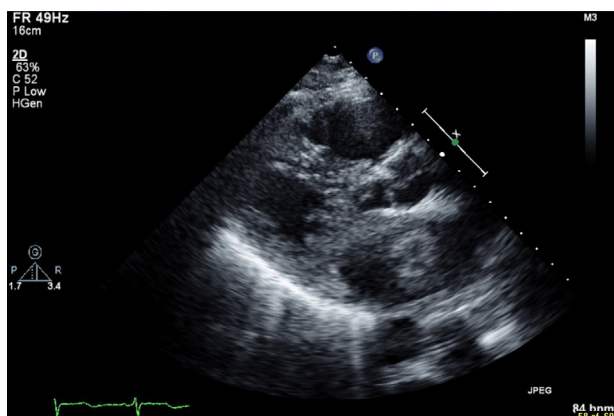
Imagem de ecocardiografia bidimensional, para-esternal eixo longo. Pode observar-se uma estrutura na aurícula esquerda, de contornos definidos, apenas ao septo interauricular.
